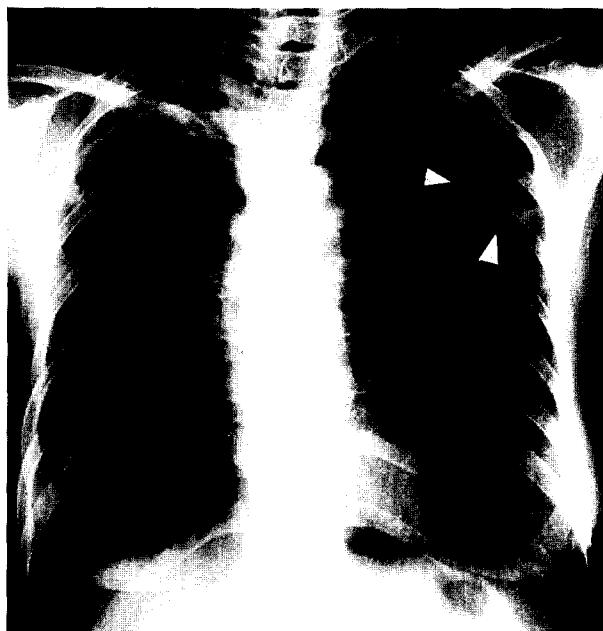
Initial chest X-ray film shows ill-defined patch density on the right upper lung field and homogeneous cavitary lesion on the left upper lung field (arrowheads).
